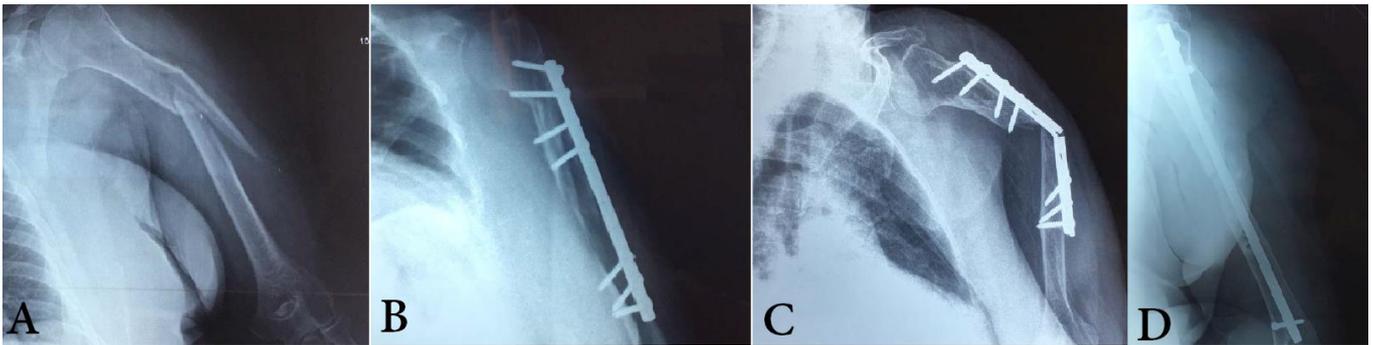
Résultats thérapeutiques et fonctionnels. A : Radiographie de la fracture initiale. B : Radiographie du traitement de la fracture initiale par plaque vissée. C : Radiographie de la pseudarthrose sur plaque vissée cassée. D : Radiographie du traitement de la pseudarthrose par Enclouage Centro médullaire verrouillé après 2 mois d'évolution. [9]
